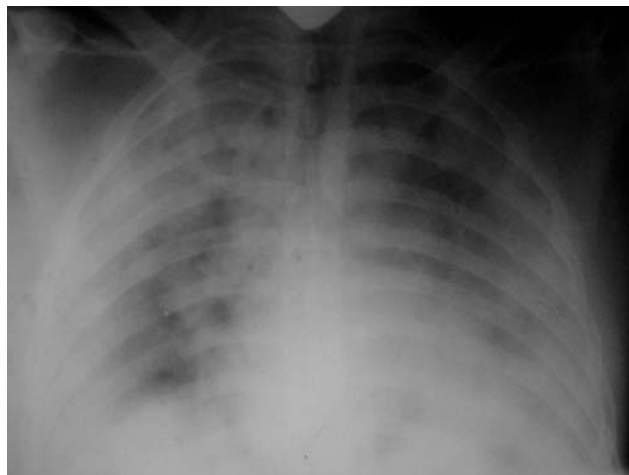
Рентгенографічна картина інтерстиціального набряку легень у хворого на пандемічний грип в динаміці через 14 годин.
